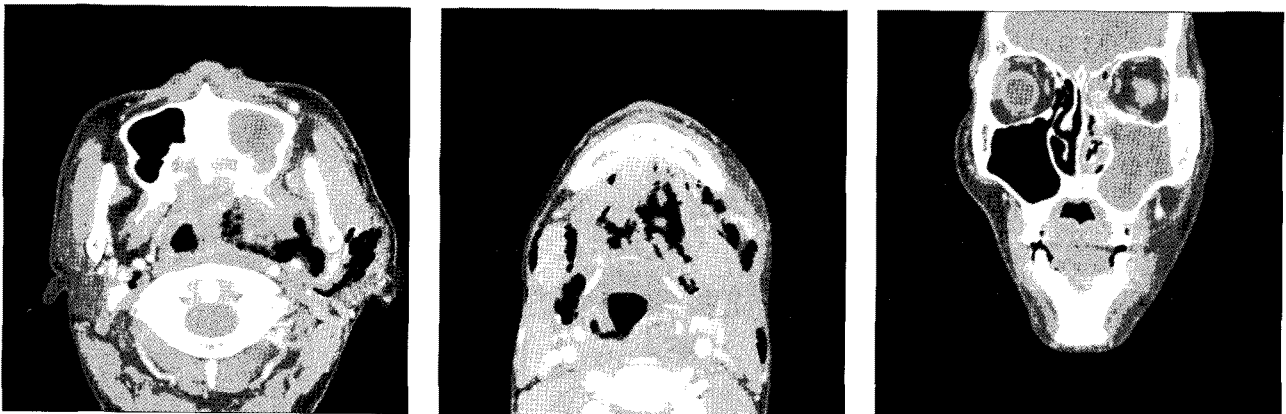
Initial facial computed tomography scan of the case 2 patient. Deep neck abscess is formed at left peritonsillar area and nasopharynx with extension of subcutaneous emphysema in both neck (suggestive of anaerobic infection). Cellulitis and myositis in both submandibular and submental spaces and left maxillary and ethmoid sinusitis is seen.
